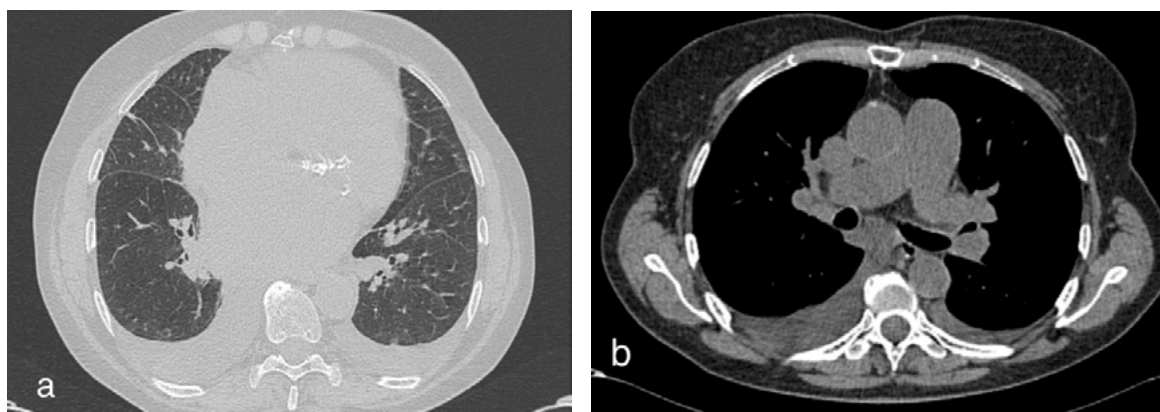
МСКТ ОГП, а - легочное окно, диффузное увеличение плотности легочной ткани по типу матового стекла низкой интенсивности (начальные признаки отека легких); b - мягкотканое окно, двухсторонний гидроторакс, легочная гипертензия, кардиомегалия.
